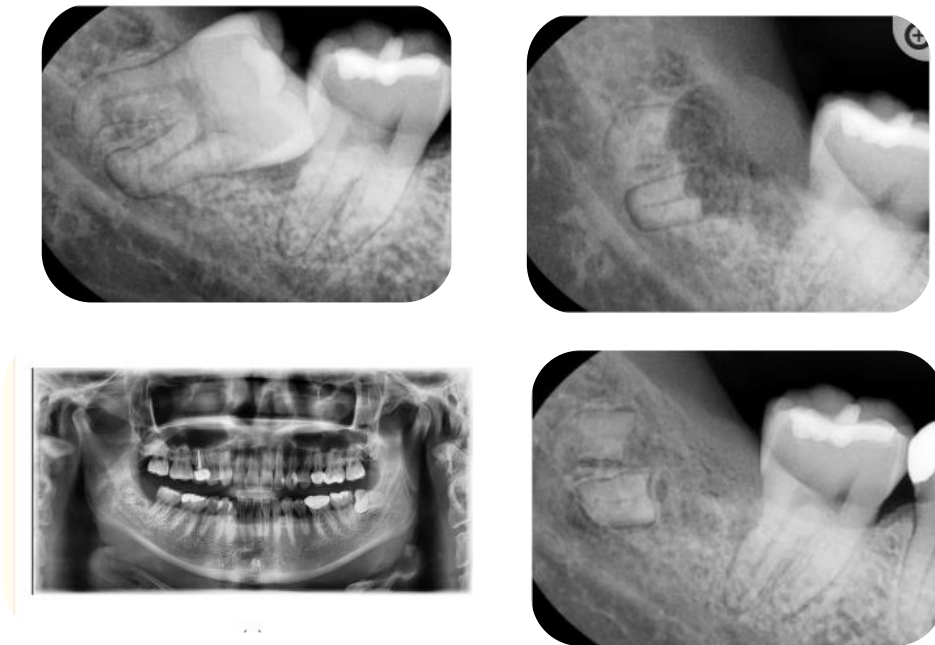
Radiografía periapical de un tercer molar impactado en posición mesioangular con estrecha relación con el nervio dentario. Figura 18.2 Radiografía periapical con coronectomía recién realizada. Figura 18.3 Radiografía panorámica post- coronectomía. Figura 18.4 Radiografía periapical post-coronectomía.
